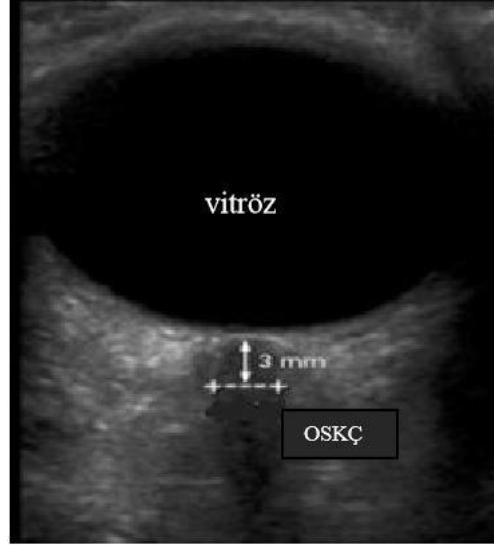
Optik Sinir Kılıfı Çapının Ultrason ile Ölçülmesi
